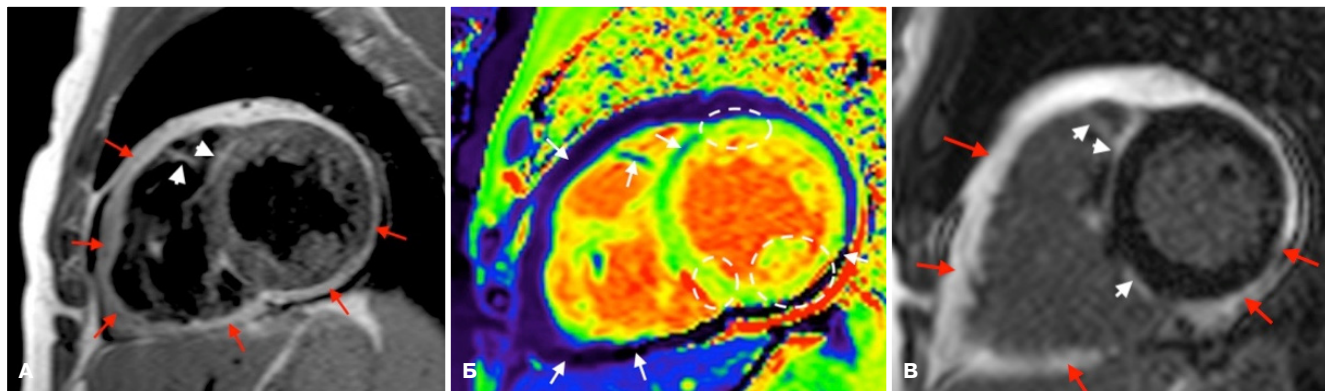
МРТ, короткая ось, пациент П., 43 год, с пробежками желудочковой и наджелудочковой тахикардии.
